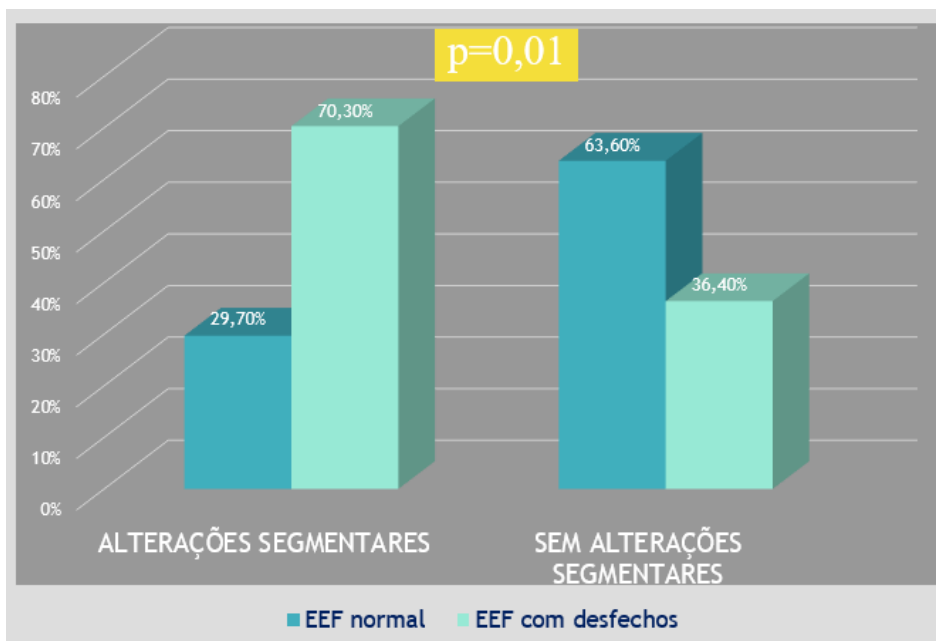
percentual de EEF com desfechos em pacientes com alterações segmentares do ventrículo esquerdo ao ecocardiograma (p=0,01)
